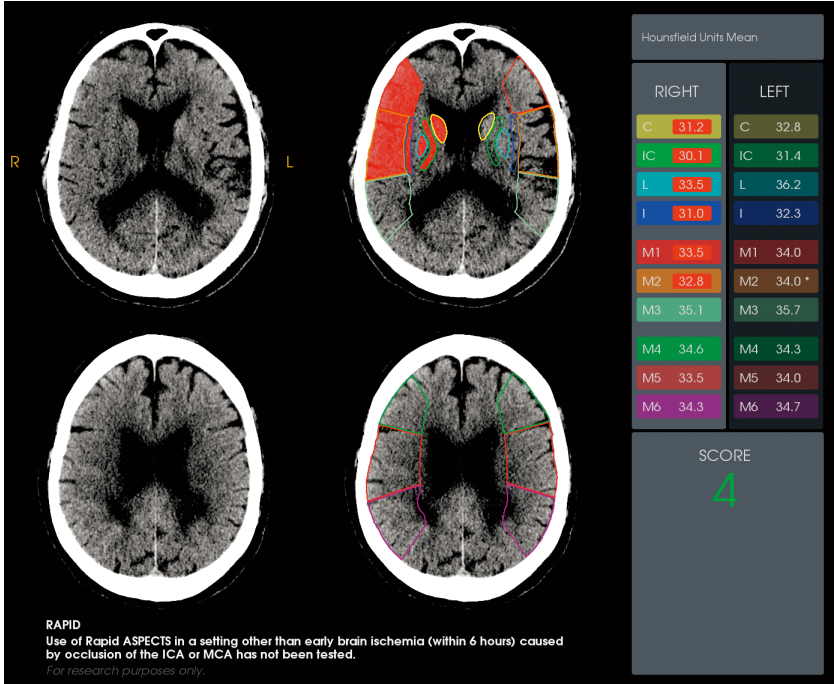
■ RAPID AI による RAPID ASPECTS の例
